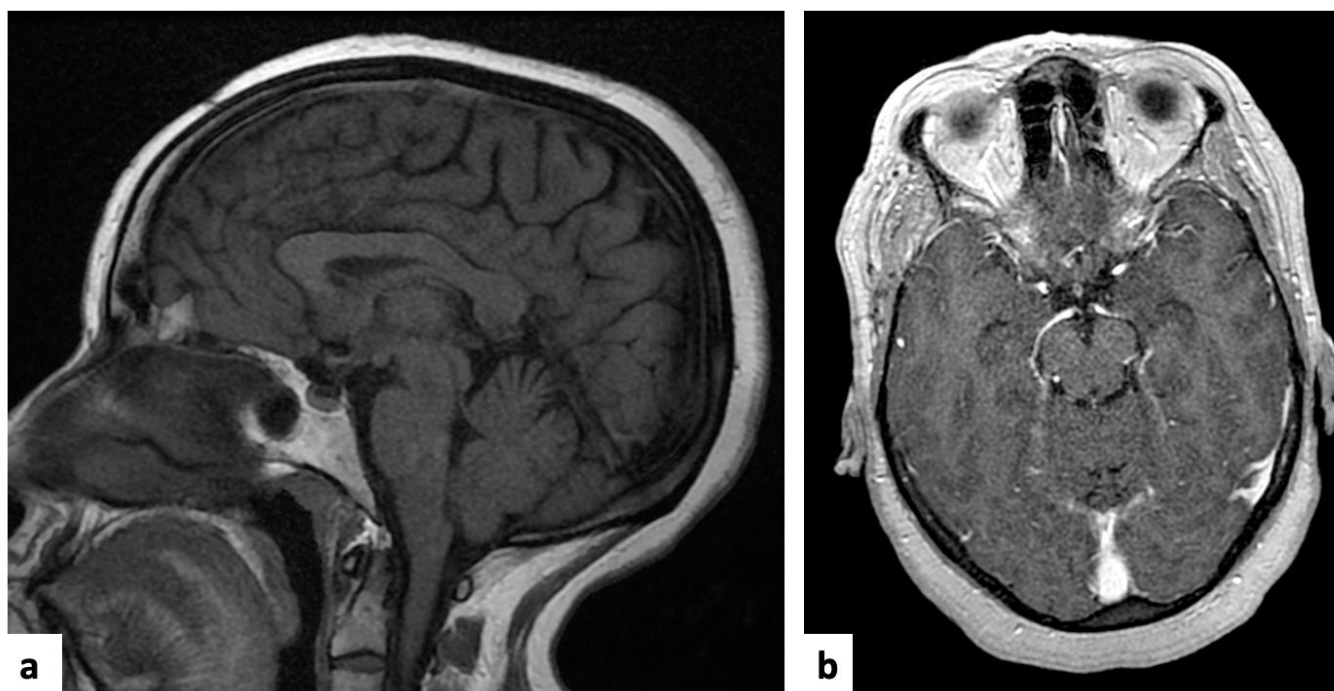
IRM cérébrale de contrôle 3 ans après la chirurgie de la patiente N°9. Coupe sagittale en séquence T1 (a) et axiale en séquence T1 avec injection (b) n'objectivant aucune récurrence.
